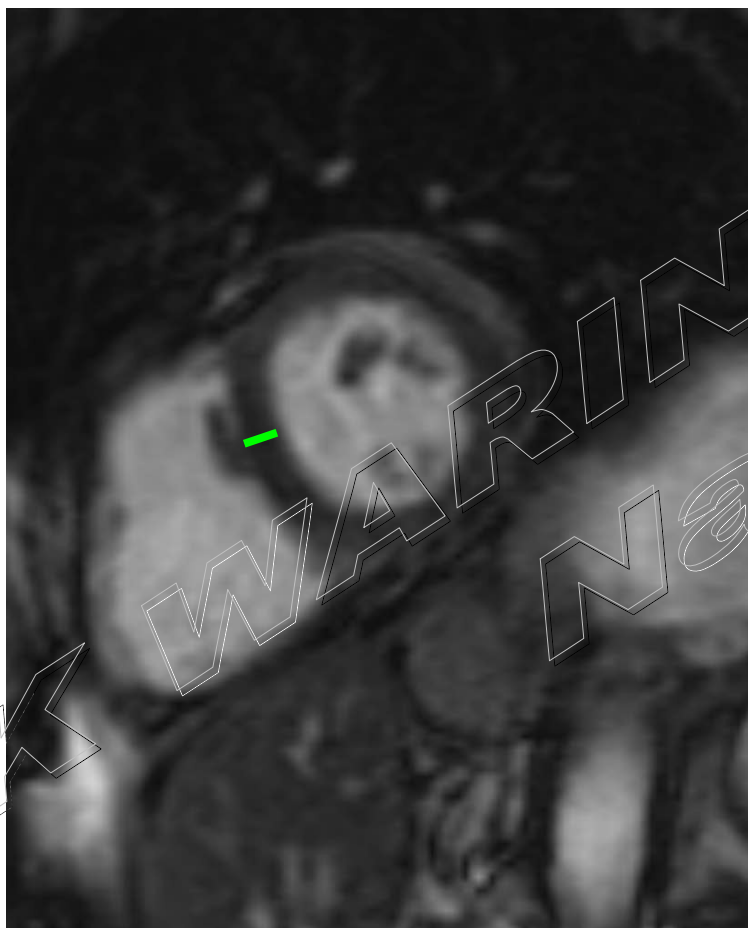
Imagerie de l'hypertrophie IRM
